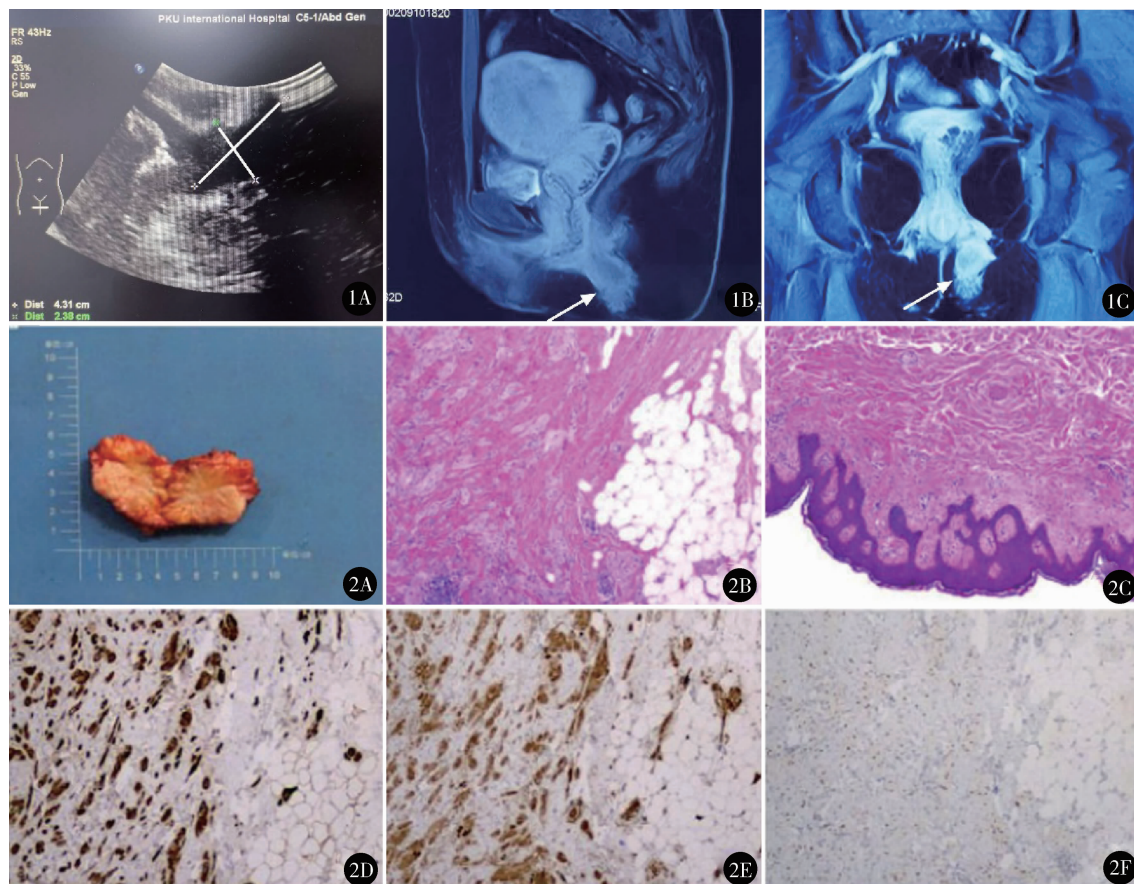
A. 术前 B 超示左侧外阴皮下 4.3 cm × 2.4 cm 大小低回声包块, 边界欠清, 形态欠规则; B. 术前 MRI 矢状位示外阴部肿物大小 2.9 cm × 2.1 cm, 形态不规则, 边缘毛糙不光滑, 增强后病灶内部明显强化; C. 术前 MRI 冠状位示左侧外阴部肿物, 边界欠清, 边缘毛糙不光滑, 增强后病灶内部明显强化 图 2 A. 大体标本剖面: 肿瘤界限不清, 灰黄、实性、质略硬, 无包膜; B. 皮肤纤维结缔组织及皮下脂肪间多角/类圆形瘤细胞呈巢/索状弥漫生长, 瘤细胞胞浆丰富、嗜酸颗粒, 细胞异型轻微 (HE 染色 × 40); C. 鳞状上皮上皮脚下延、假上皮瘤样增生 (HE 染色 × 40); D. 颗粒细胞瘤 S-100 胞核阳性表达 (EnVision 法 × 40); E. 颗粒细胞瘤 CD68 胞浆阳性表达 (EnVision 法 × 40); F. 颗粒细胞瘤 TFE3 胞核阳性表达 (EnVision 法 × 40)
